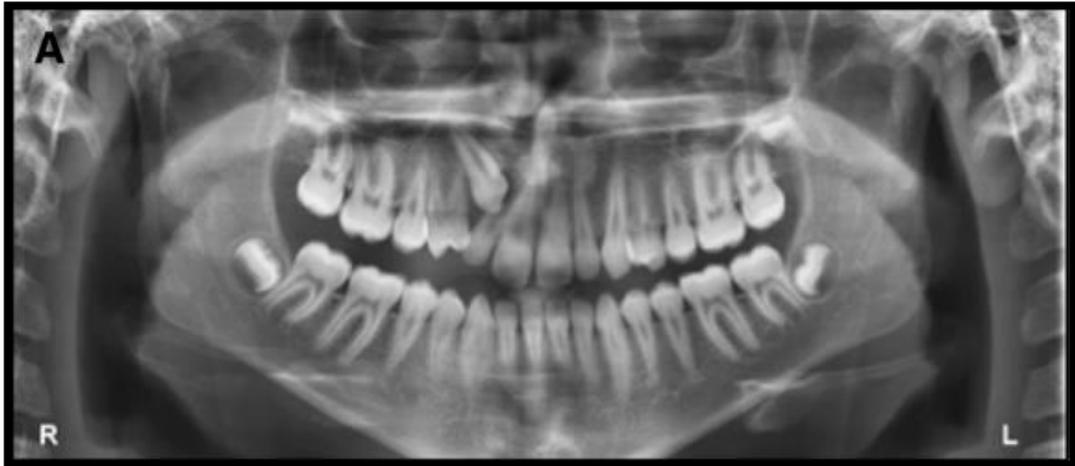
Radiografía panorámica u ortopantomografía en donde se observa la presencia de canino retenido en el cuadrante 1 (diente No. 13).¹³
